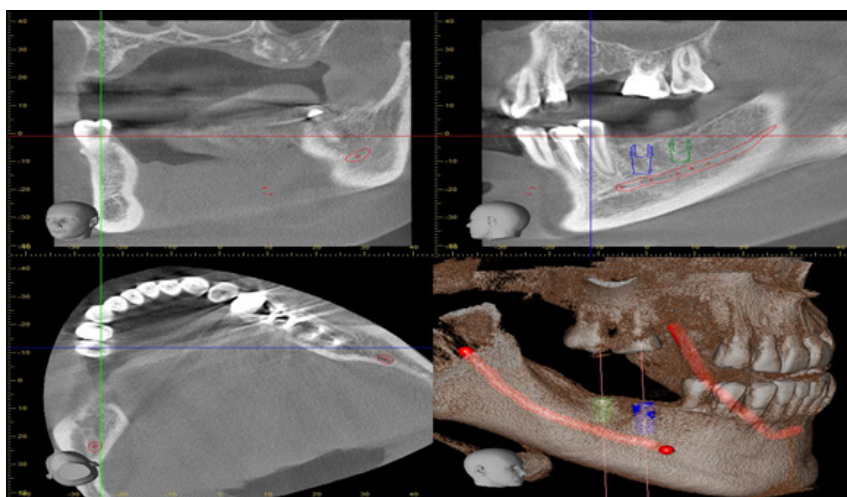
КТ-изображение зубного ряда и челюстно-лицевой области в трех плоскостях
